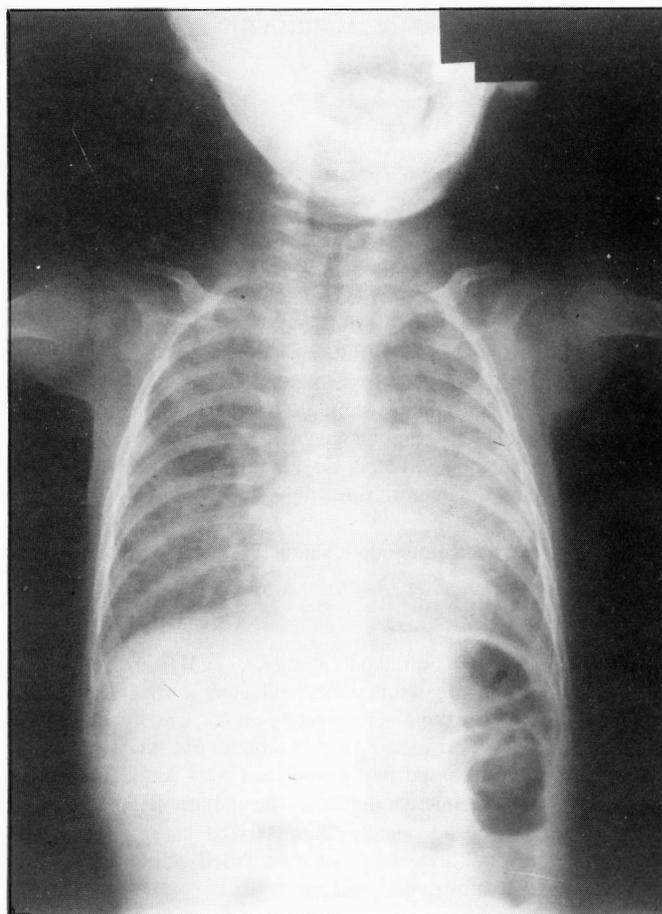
Radiografia do tórax com padrão alvéolo-intersticial difuso bilateral.
